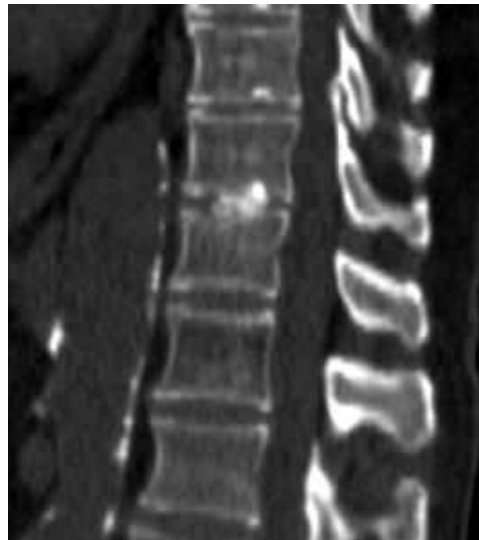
Спостереження №105, пацієнт К-ик, 65 років, історія хвороби №17/6/170. МСКТ попереково-грудної ділянки хребта. Мінімальні ознаки деформації Th12 хребця, кальцинація МХД Th11-Th12.
